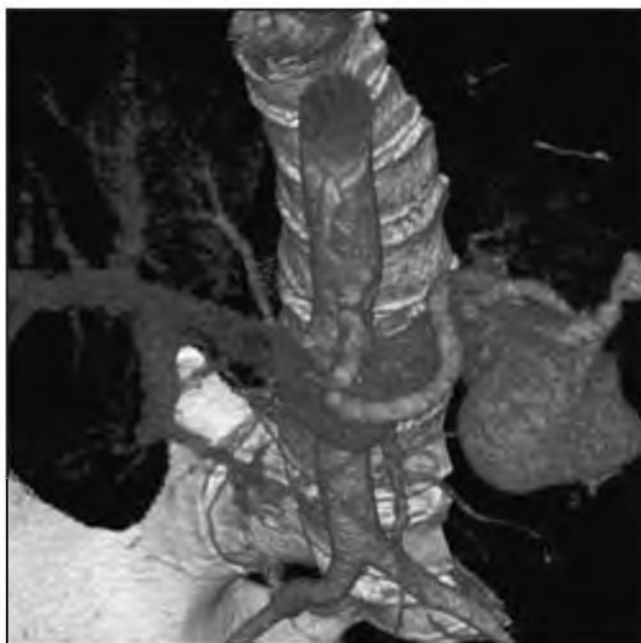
3D-реконструкция мультиспиральной компьютерной томографии с контрастированием артериовенозной мальформации с эктазией расширением вены и наличием артериовенозных соустьев.
